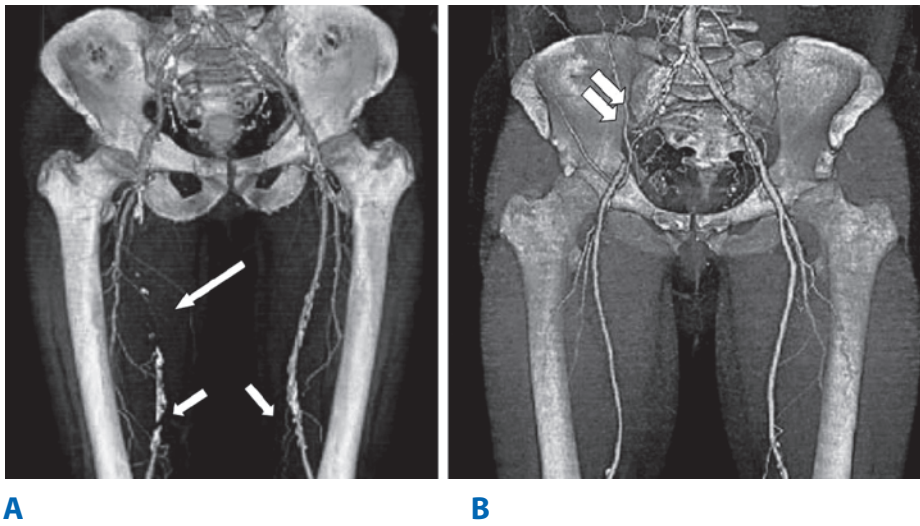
Angiograma por tomografía computarizada con múltiples detectores con reconstrucción tridimensional de la circulación arterial iliofemoral en dos pacientes con claudicación de la extremidad inferior. A. Un varón de 50 años de edad con oclusión de la arteria femoral superficial derecha (*flecha grande*) con reconstrucción de la arteria femoral superficial al nivel de la porción media del muslo. Se observan calcificaciones arteriales (*flechas cortas*) en ambas arterias femorales superficiales en su región distal. B. Un varón de 53 años de edad con oclusión de la arteria iliaca común derecha (*flecha doble*).
